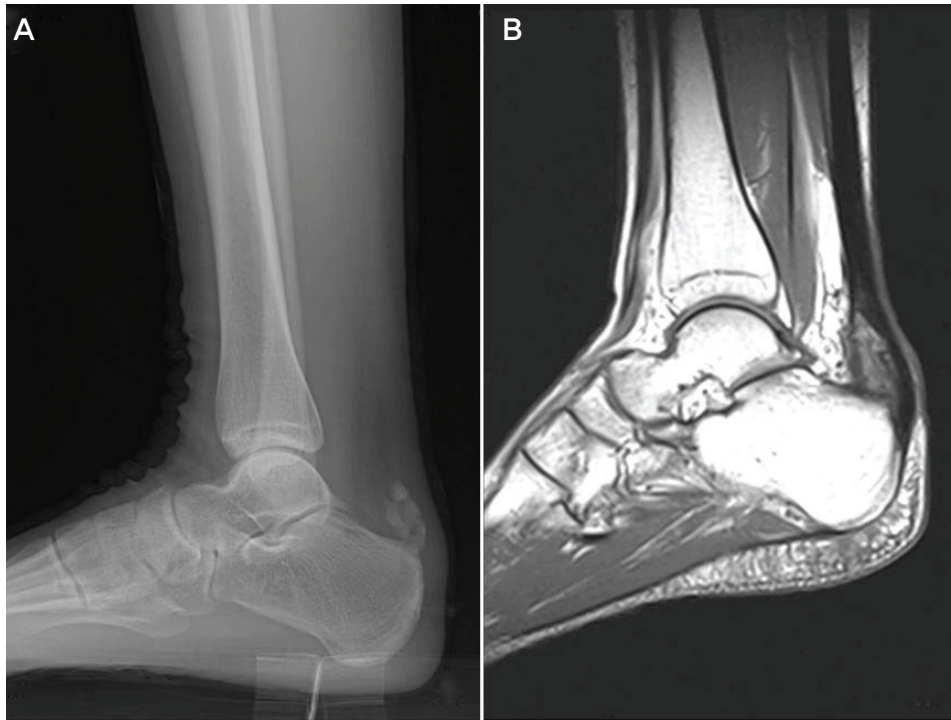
(A) Plain radiograph showing a 2.4×1.2 cm sized radio-opaque lesion near Achilles tendon insertion site. (B) MRI shows focal area of heterogenous low signal intensity at distal Achilles tendon suggesting heterotopic ossification.
